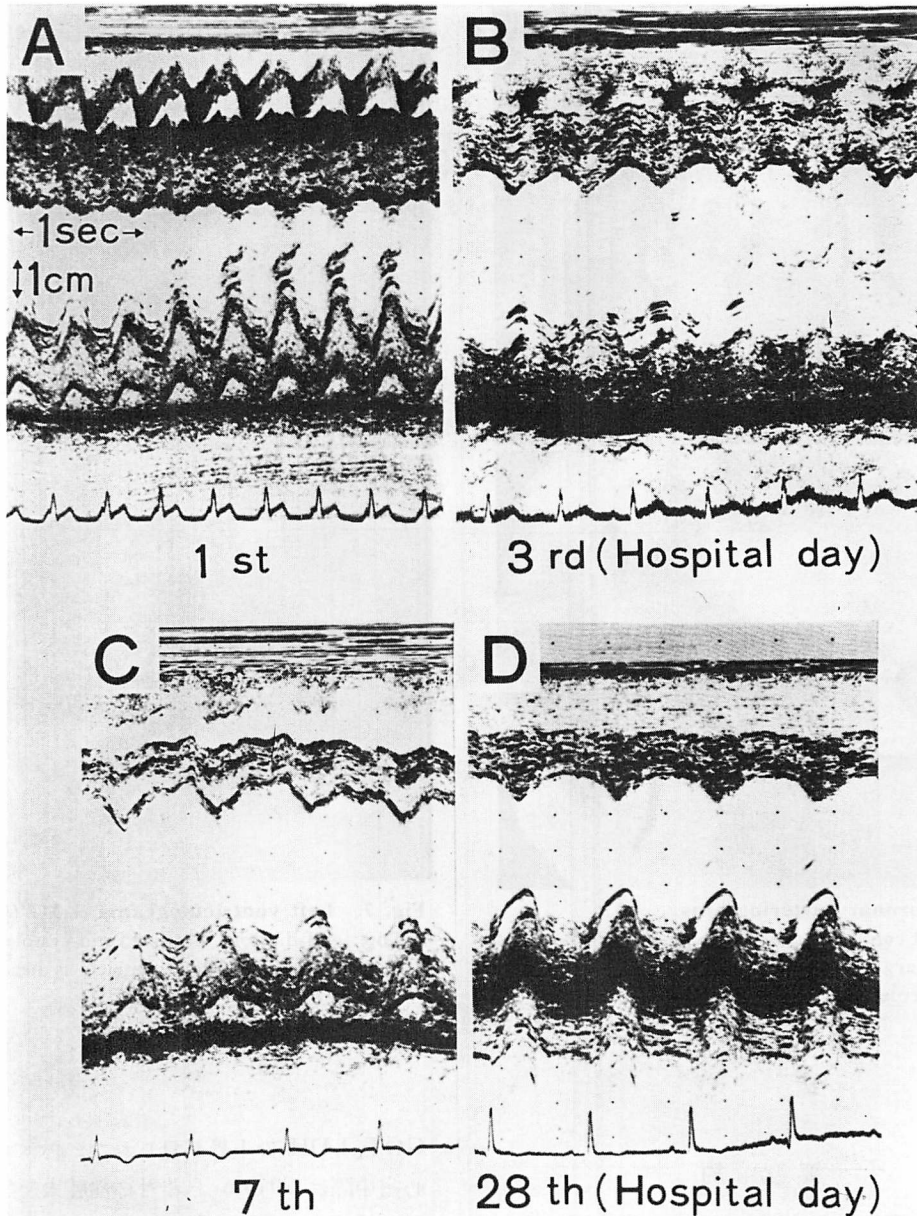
Serial M-mode echocardiograms.
